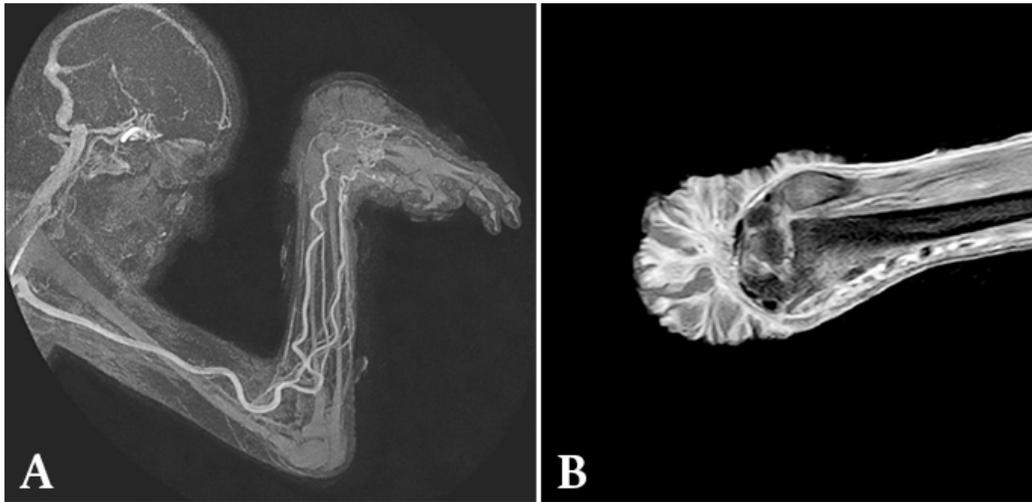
Resonancia magnética nuclear contrastada de miembro superior derecho. A. Masa tumoral sobre el dorso de mano y el tercio distal del antebrazo con gran compromiso articular. B. Lesión con aspecto de coliflor en dorso de muñeca derecha que genera afectación ósea.
